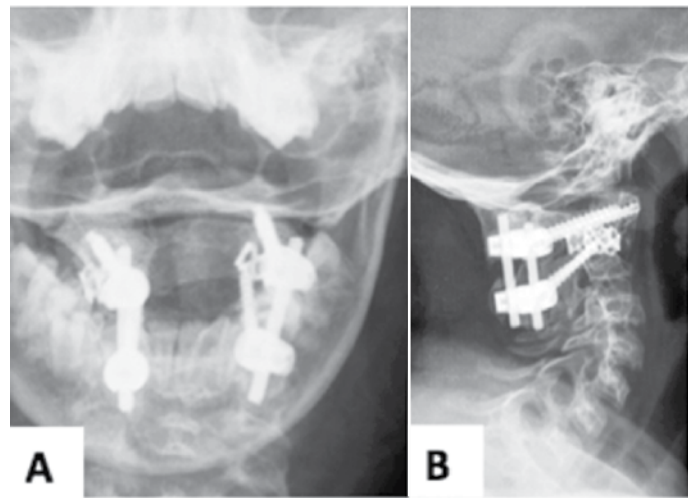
Radiografias (A) em AP e (B) em perfil no período pós operatórias evidenciando mesh cage em espaço articular C1-C2 para distração facetária.
